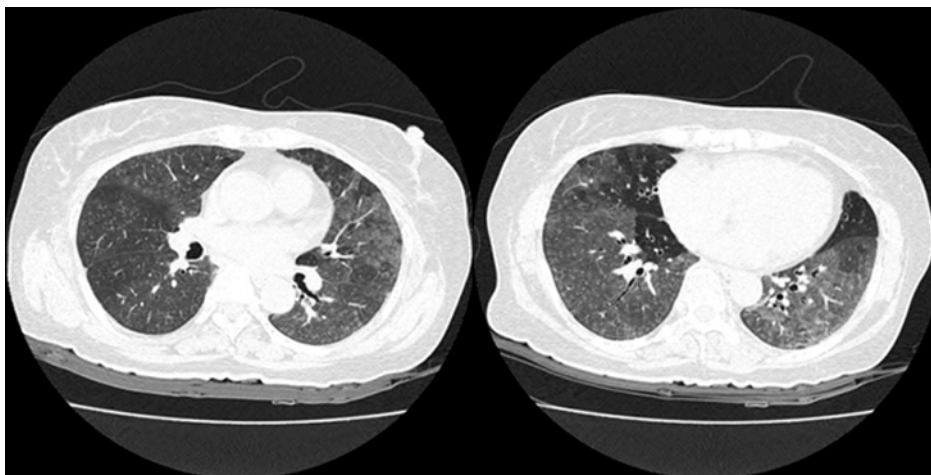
Chest CT scan shows bilateral diffuse ground glass opacities with multifocal air-trapping and poorly defined centrilobular nodules in both lungs.
